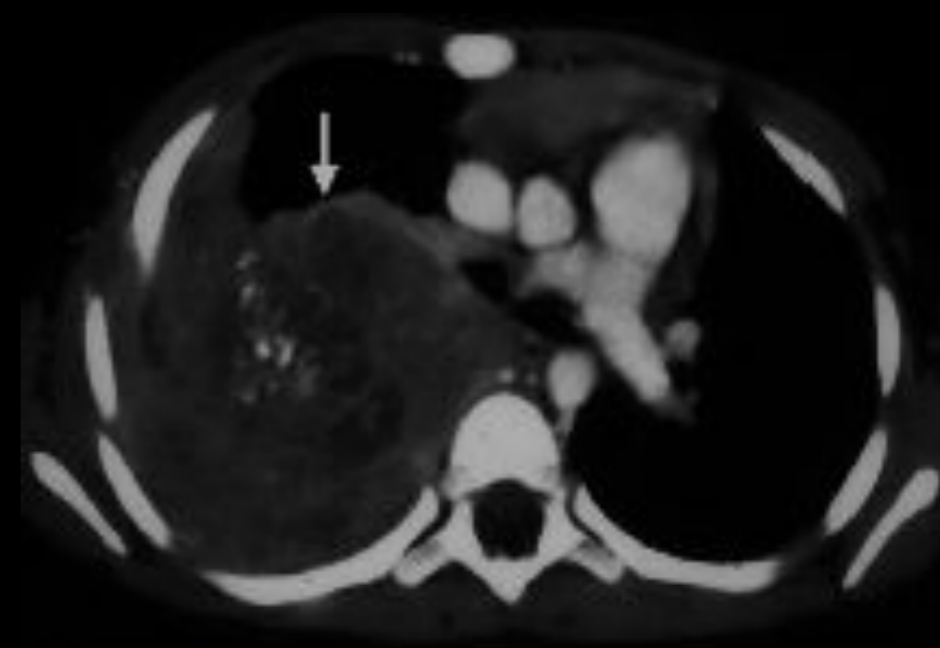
Thoracic neuroblastoma causing Horner syndrome. Axial chest CT shows a large mass (arrow) in a 3 year-old child presenting with an isolated Horner syndrome.
